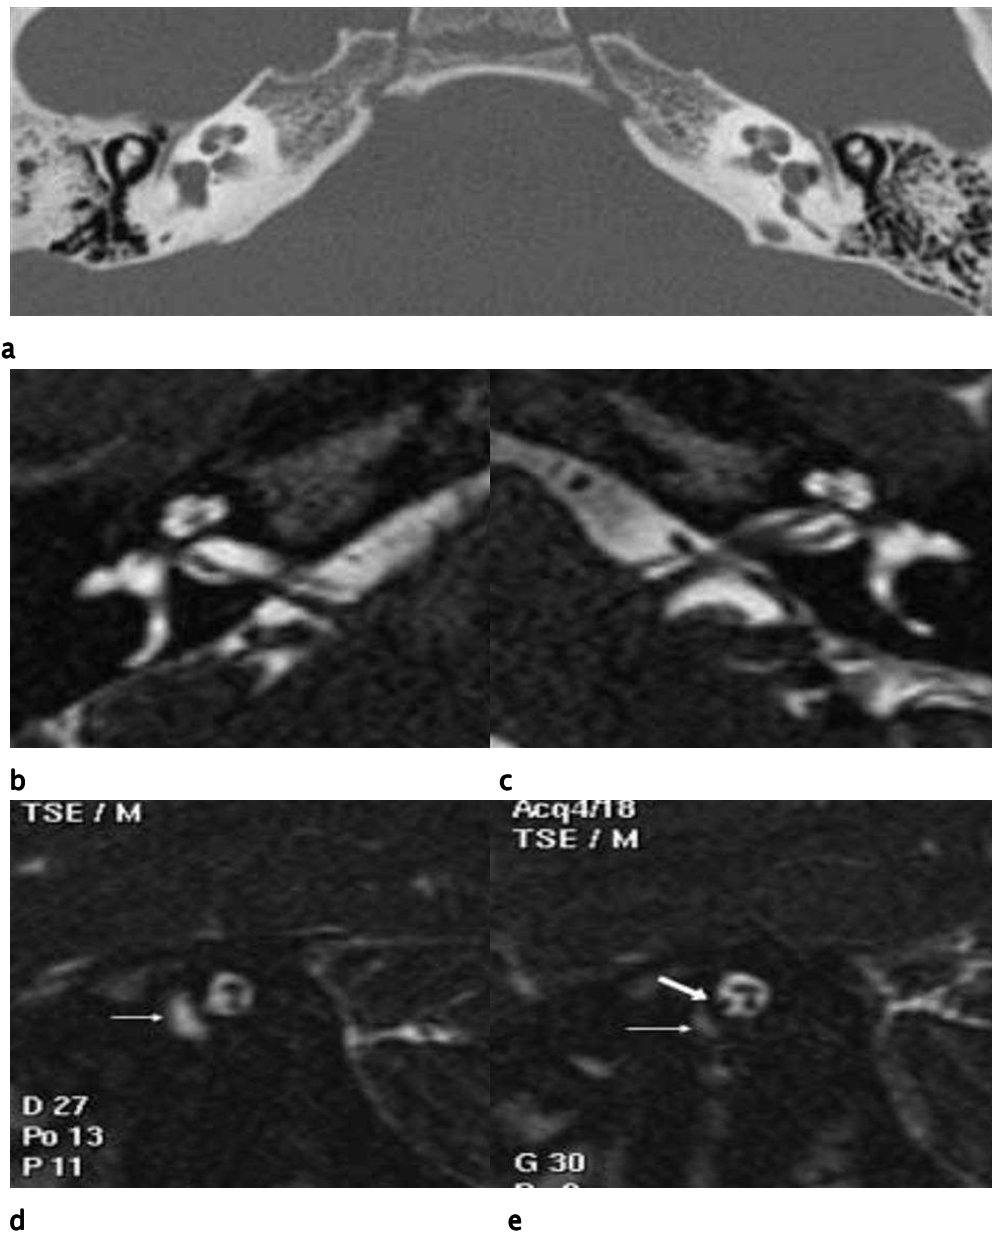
Sténose du canal pour le nerf cochléaire (TDM)– agénésie du nerf cochléaire (IRM) [85].
